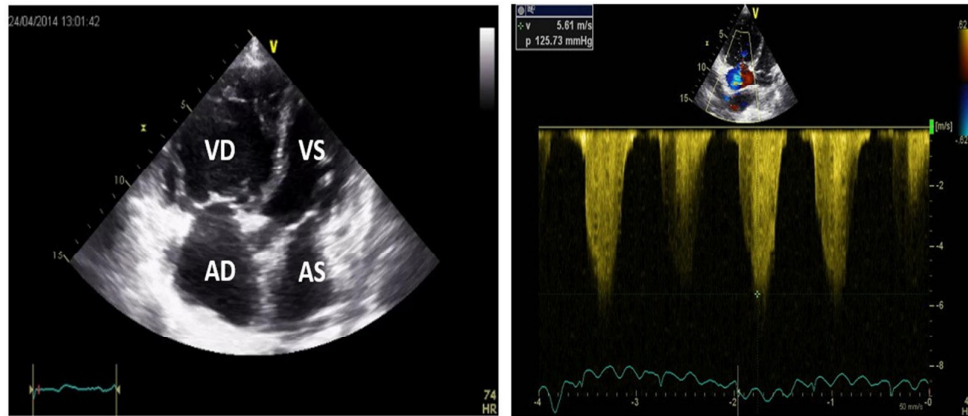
Aspecte ecografice sugestive pentru embolie pulmonară - în imaginea din stânga (apical 5C) se remarcă dilatarea semnificativă a cavităților drepte, cu un raport VD/VS supraunitar; în imaginea din dreapta (apical 4C, suprapunere Doppler continuu la nivelul valvei tricuspide) se observă un gradient sistolic presional VD/AD de 125 mmHg.
